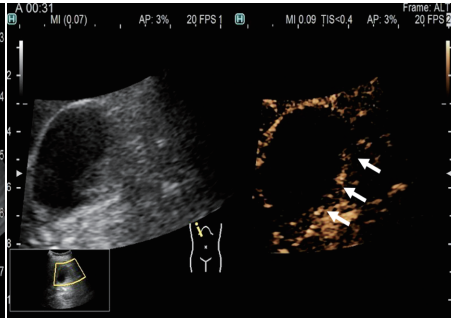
胆囊壁内血肿(箭头示)超声造影图,造影剂注入 31 s 时附壁基底部开始缓慢增强
